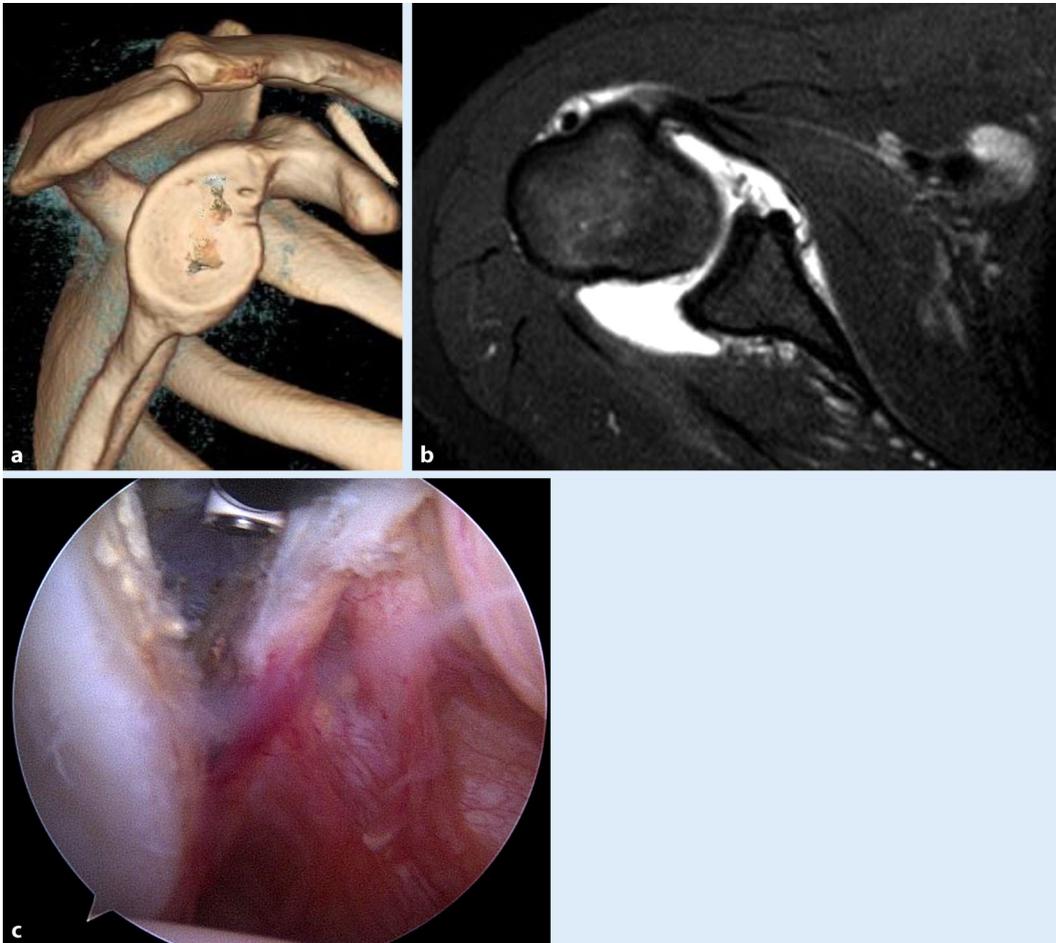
▲ a, b Röntgenbilder eines Patienten mit zu weit superior und medial positionierten Metallankern nach offener Voroperation und erneuter vorderer Schulterinstabilität. Bei einer solchen Ankerfehlage ist ggf. eine erneute Fadenankerfixation mit korrekter Fixation am anteroinferioren Pfannenrand gerechtfertigt
